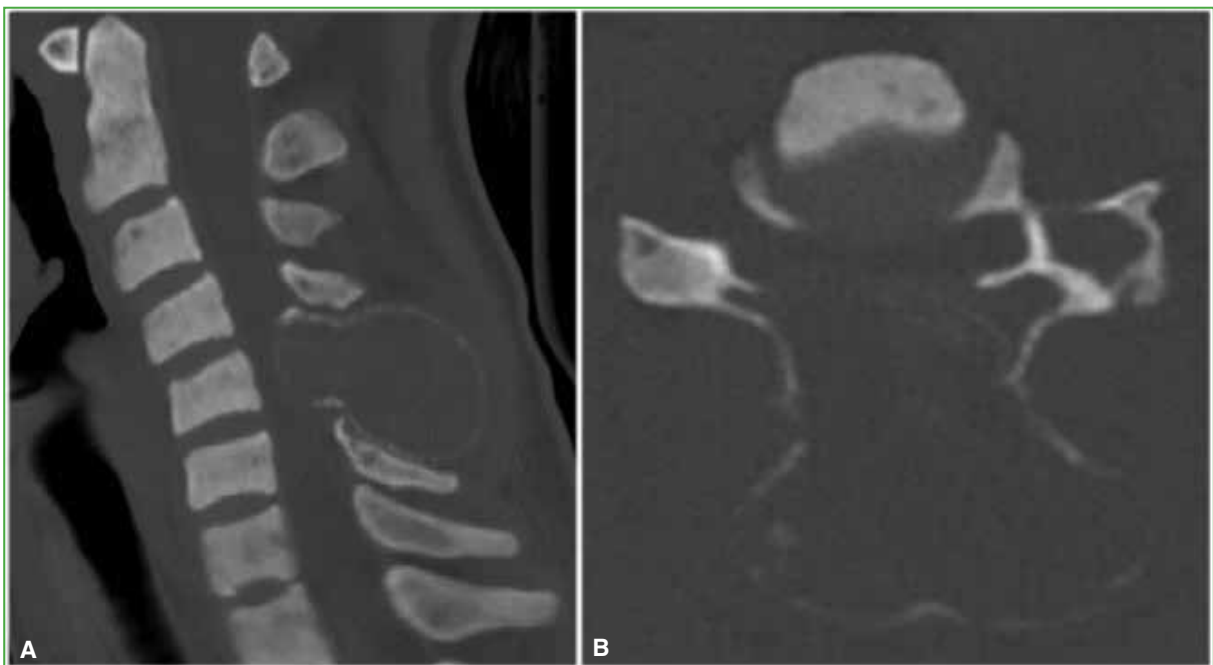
Tomografía computarizada de columna cervical. A. Corte sagital. B. Corte axial. Se observa el compromiso del arco posterior de C5.
